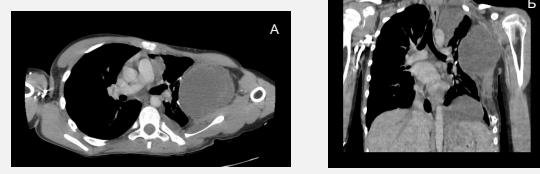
КТ органов грудной клетки (А,Б) после завершения ХИТ в комбинации с ИИКТ и ИТК, демонстрирующая частичную ремиссию.
